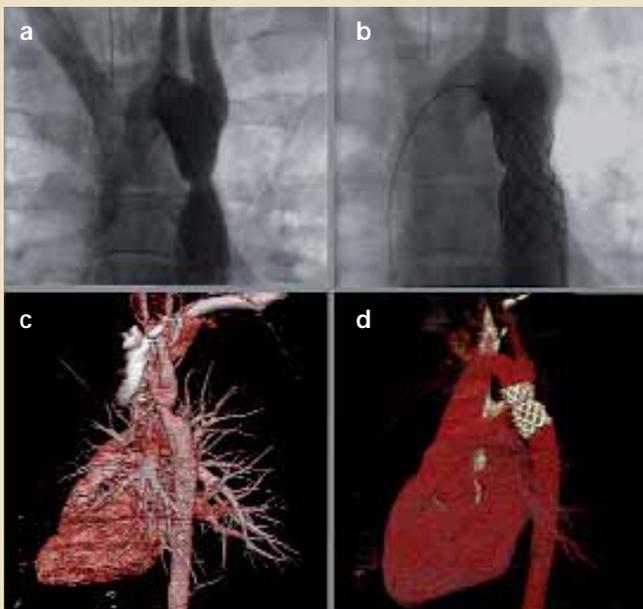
(a-d): Recoarctation bei einem 24-jährigen Patienten nach Resektion und End-zu-End-Anastomose im ersten Lebensmonat (a+c) vor Intervention in fluoroskopischer und CT-angiographischer Darstellung. Implantation eines CP-Stents mit deutlichem Lumenzugewinn (b+d) bei sehr rigider Stenose und Reduktion des Gradienten von 40 mmHg auf < 10 mmHg.
